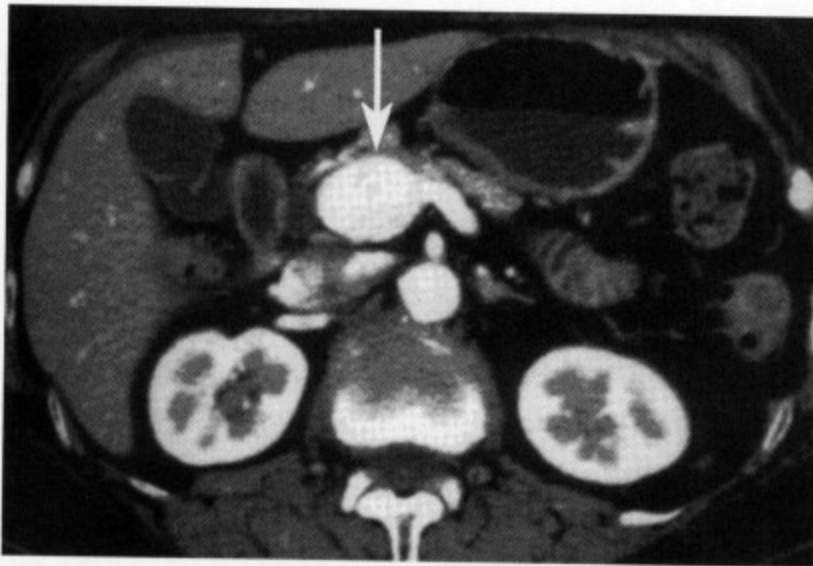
增强 CT 显示门静脉主干起始段瘤样扩张（↑）
